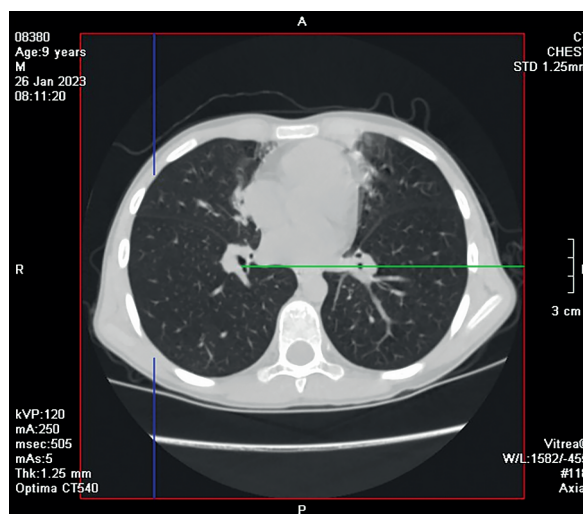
КТ органов грудной клетки от 26.01.2023 г.
